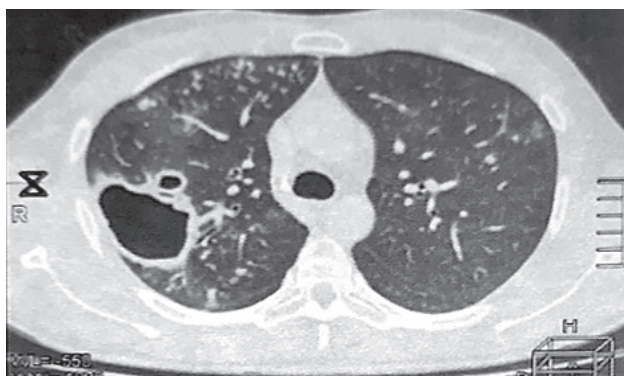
КТ легень на момент початку АМБТ (ліворуч) та через 6 місяців лікування (праворуч)
